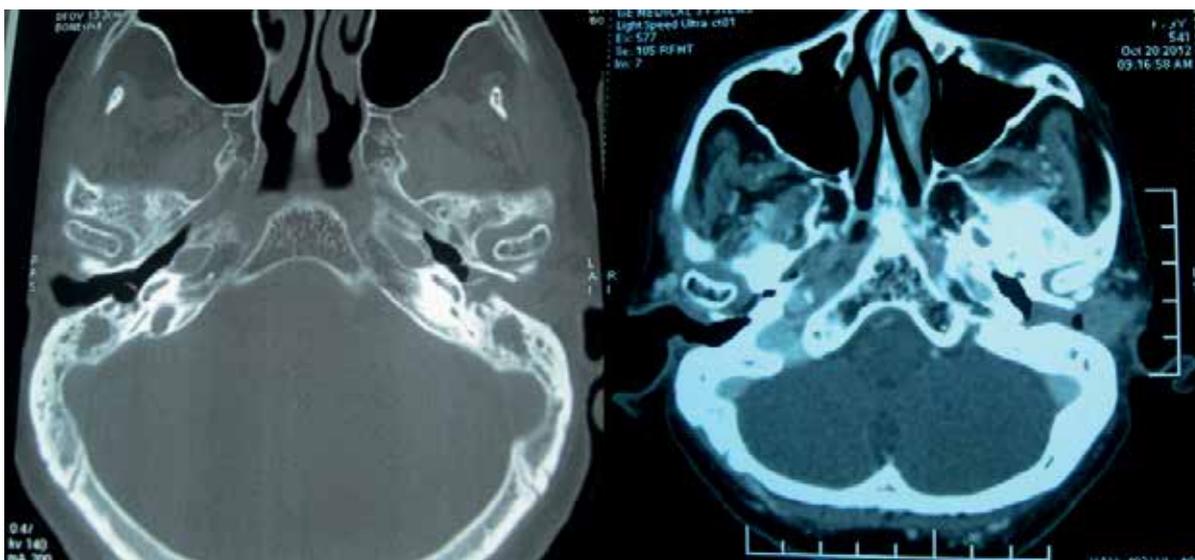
TC de Oídos. Cortes coronales lesión ocupando CAE izquierdo. Cóclea y cadena de huesecillos ipsilateral indemne
